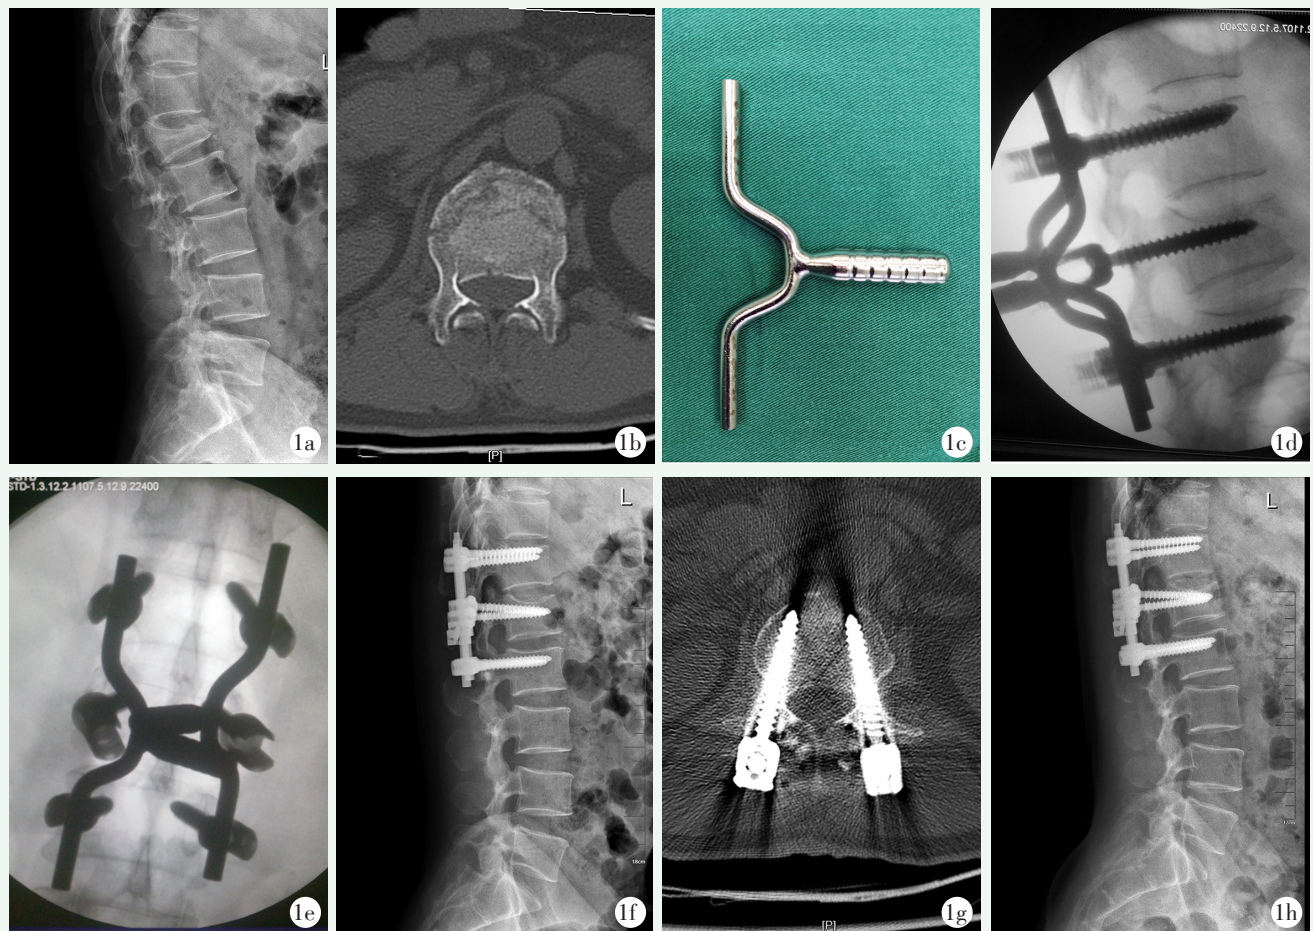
患者,男,43 岁, L<sub>1</sub> 椎体爆裂性骨折, Magerl A3 型, 行复位棒辅助复位后伤椎置钉短节段固定术 1a: 术前侧位 X 线片示 L<sub>1</sub> 爆裂骨折, 累及上终板, 局部后凸畸形 1b: 术前 CT 显示 L<sub>1</sub> 椎管占位骨块完整, 无分离旋转 1c: 自研伤椎复位棒外形 1d: 术中侧位透视, 在复位棒撑开复位后, 平行伤椎上终板置入全长椎弓根钉, 伤椎高度恢复良好, 伤椎螺钉对上终板支撑作用可靠, 局部后凸畸形纠正满意 1e: 术中正位透视, 伤椎双侧全长椎弓根钉已置入到位 1f: 术后 3 d 侧位 X 线片示伤椎高度恢复良好, 后凸纠正满意, 椎弓根钉位置良好 1g: CT 横断面扫描, 显示骨折块复位, 椎管占位显著改善 1h: 术后 12 个月侧位 X 线片示伤椎高度及后凸纠正维持良好, 骨折愈合, 内固定物无松动
